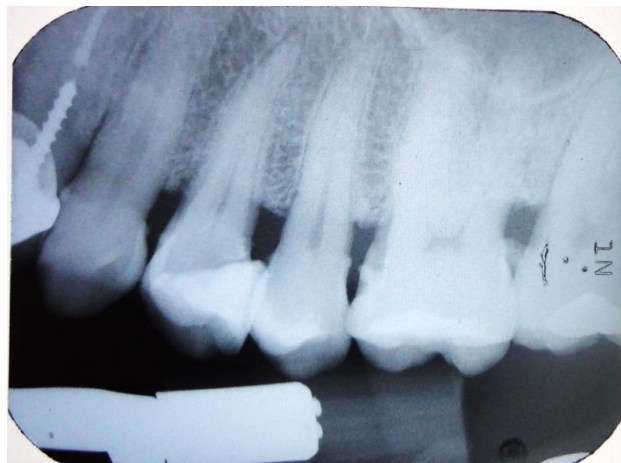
Radiografía de diagnóstico.³⁸
